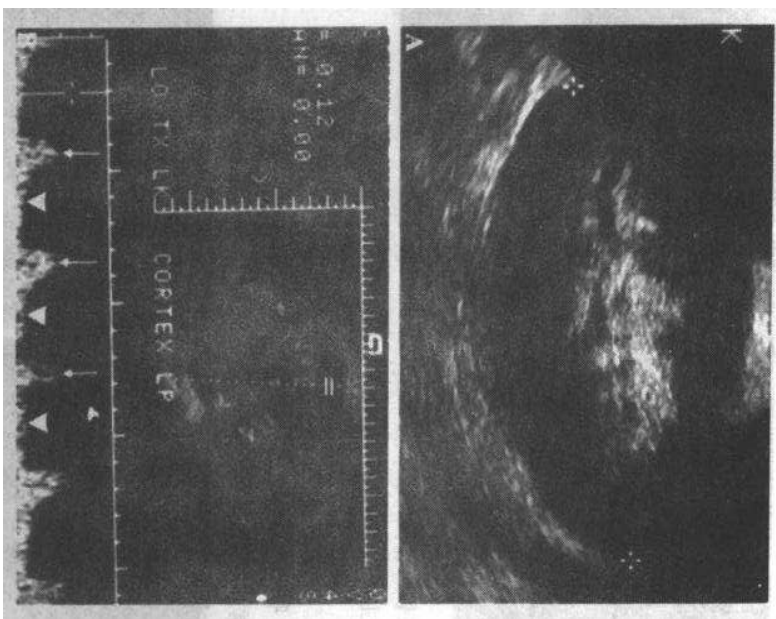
正常移植肾超声表现(A)。具有正常血流,多普勒显示肾动脉有收缩期(箭示)和舒张期(箭头示)图像成分(B)
